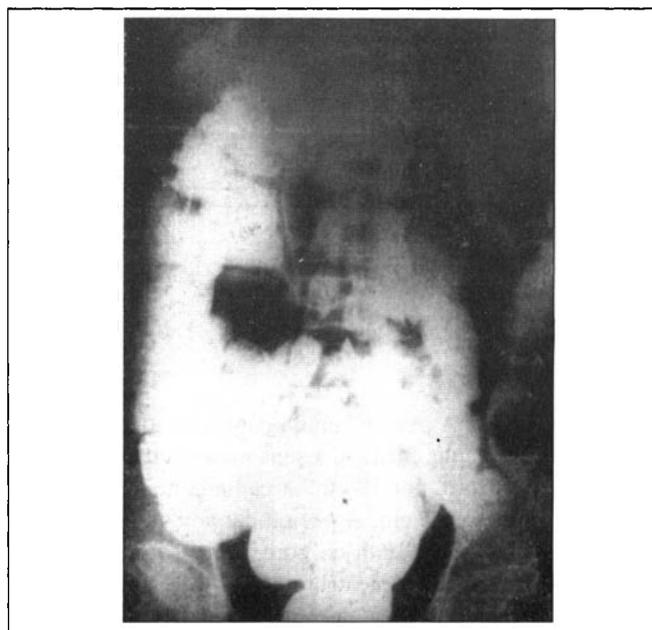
Radiografia feita no pré-operatório mostrando megacystema e megacolon.
